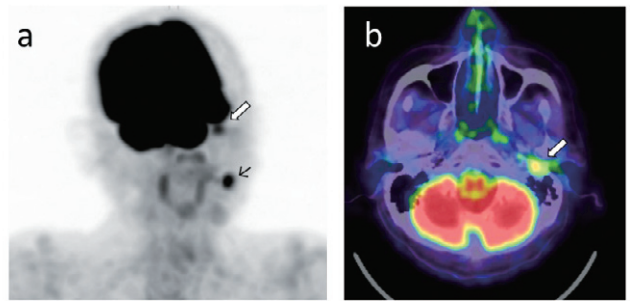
FDG-PET/CT(a: MIP画像 右斜位15°, b: Fusion画像)。左鼓膜近傍の軟部濃度に一致して、明瞭なFDG集積を認めた(SUVmax=5.1; 早期相→6.0; 後期相)(a, bの白矢印)。左耳下腺の集積(aの黒矢印)はワルチン腫瘍などの良性病変と考えられた。
